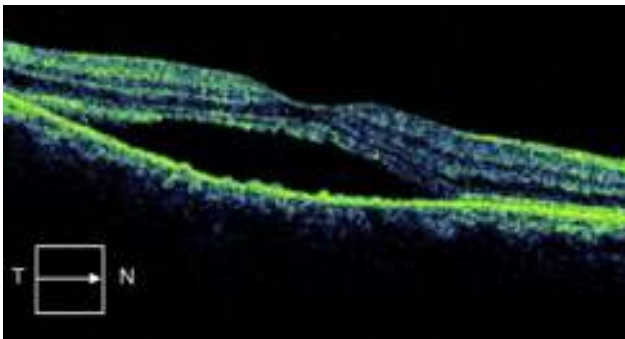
Imagen de tomografía de coherencia óptica del ojo derecho.
